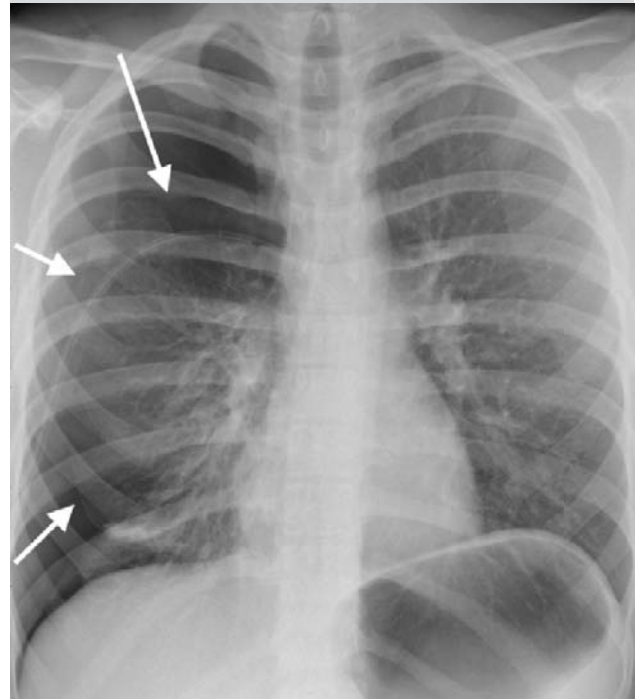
Radiographie thoracique
